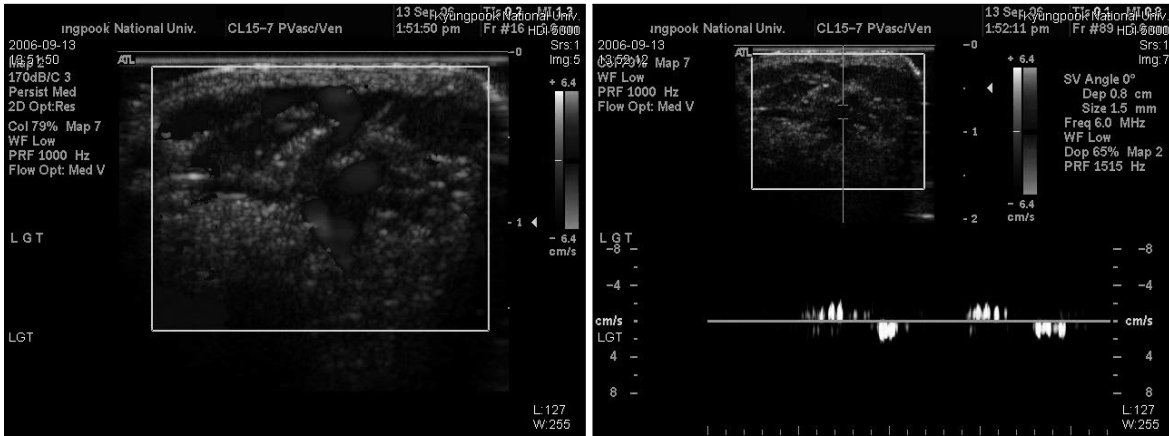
Doppler sonography shows abnormal vascular structure with to-and-fro flow pattern in the subcutaneous fat layer.
